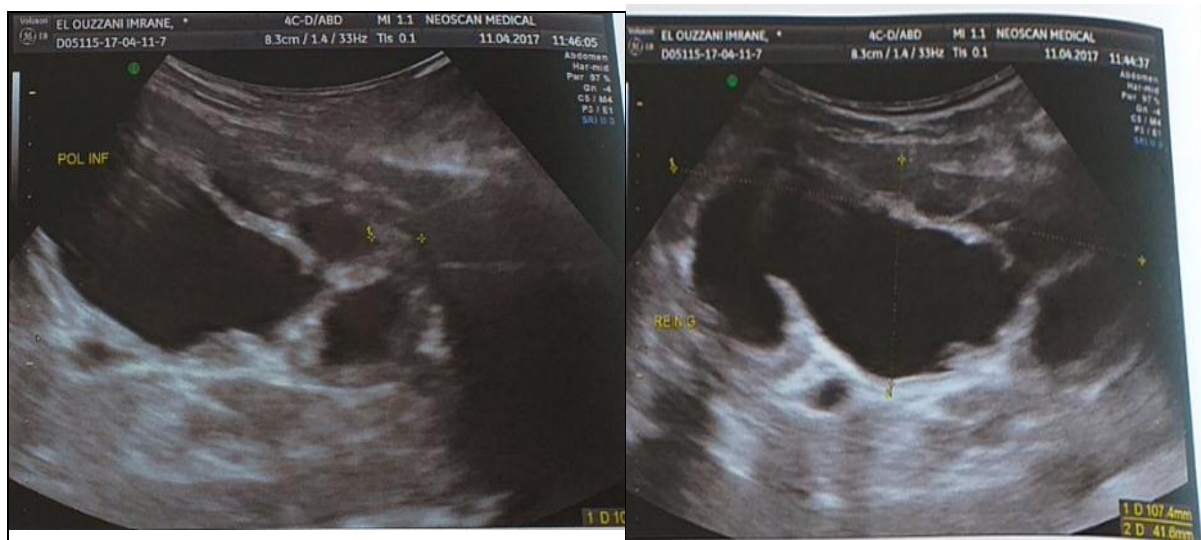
Aspect échographique d'hydronéphrose majeur du rein gauche chez un patient de notre série.
